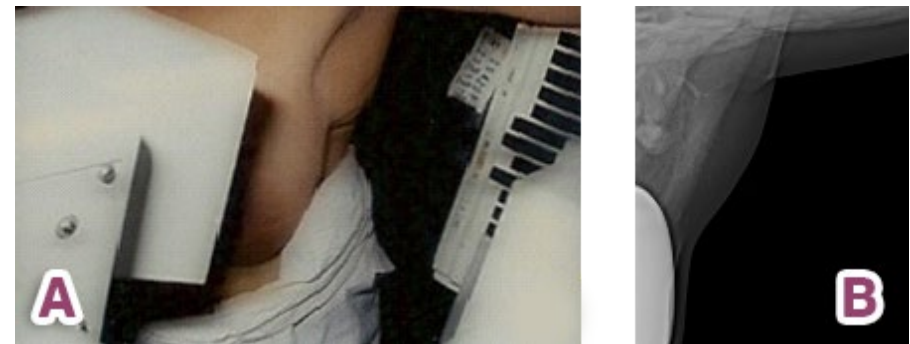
Incidência axilar. Em A, posicionamento; em B, radiografia (em paciente com implante)
